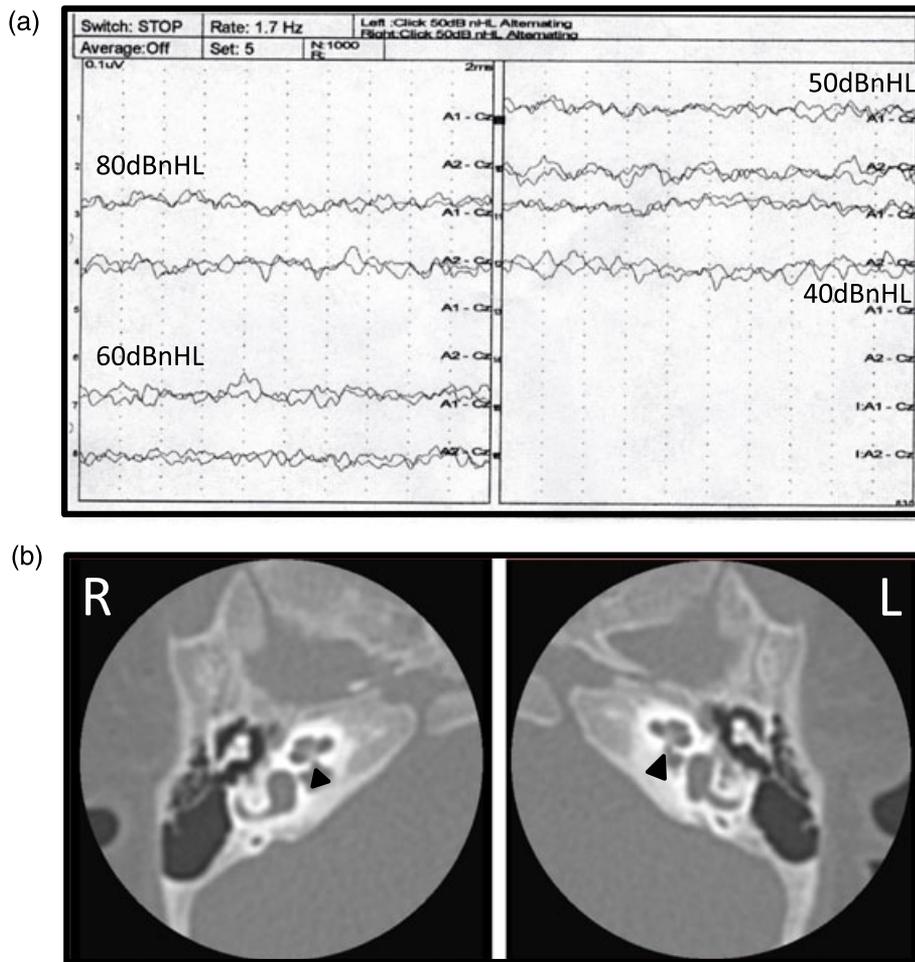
(a) Auditory brainstem response test shows no response to stimulation ranging from 30 to 80dBnHL. (b) Axial images of temporal bone CT at the level of the cochlear indicate stenoses in bilateral cochlear nerve canals. The left panel shows the right ear (R) and the right panel shows the left ear (L). Arrowhead indicates the stenotic cochlear nerve canal.
